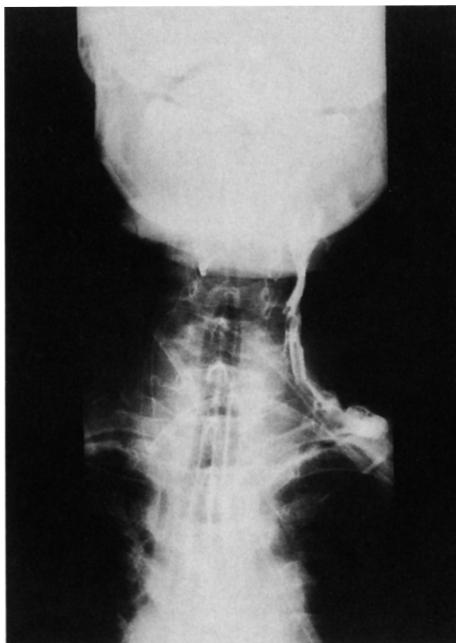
X-ray of neck with bariumswallow showing fistula formation of left periform sinus
